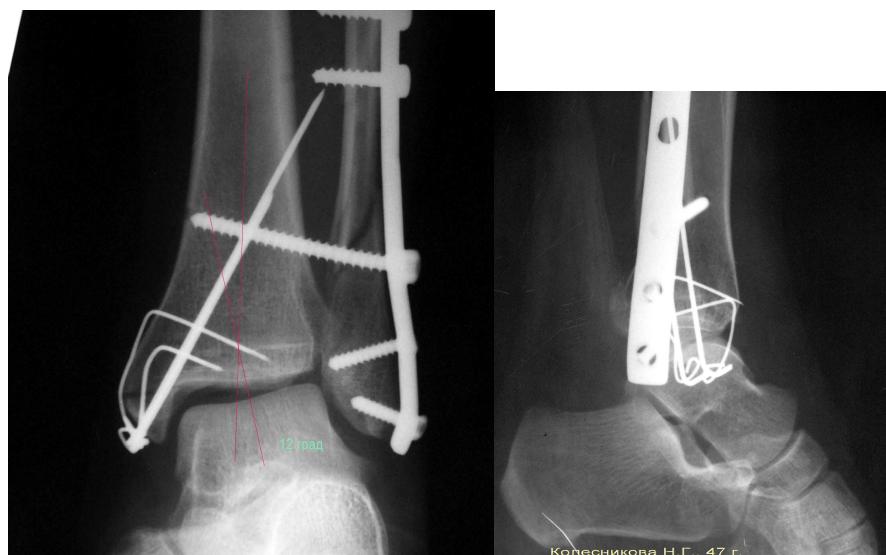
Больная К-ова, послеоперационная рентгенограмма 20.06.2007 г. Имеется вальгусная деформация в голеностопном суставе 12°
